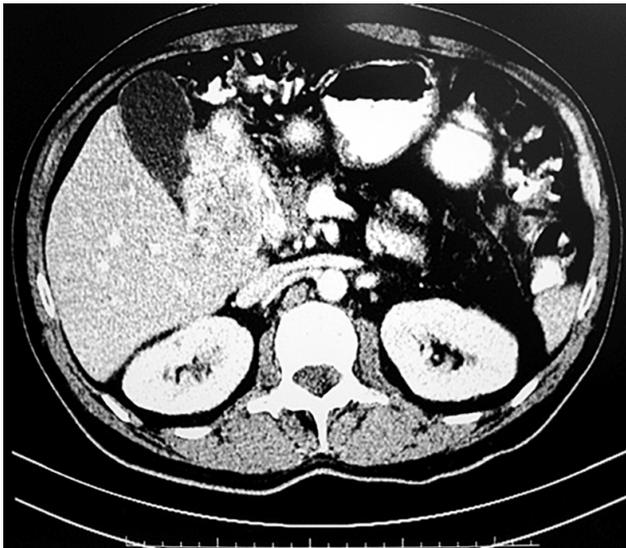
Imagen de TC, mostrando tumor hipervascularizado en hilio hepático.
